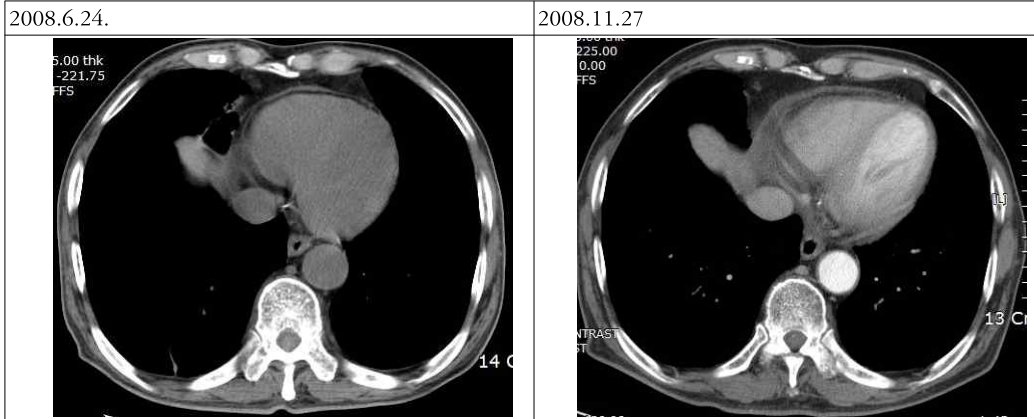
Chest CT. Newly developed small amount of the pericardial effusion
